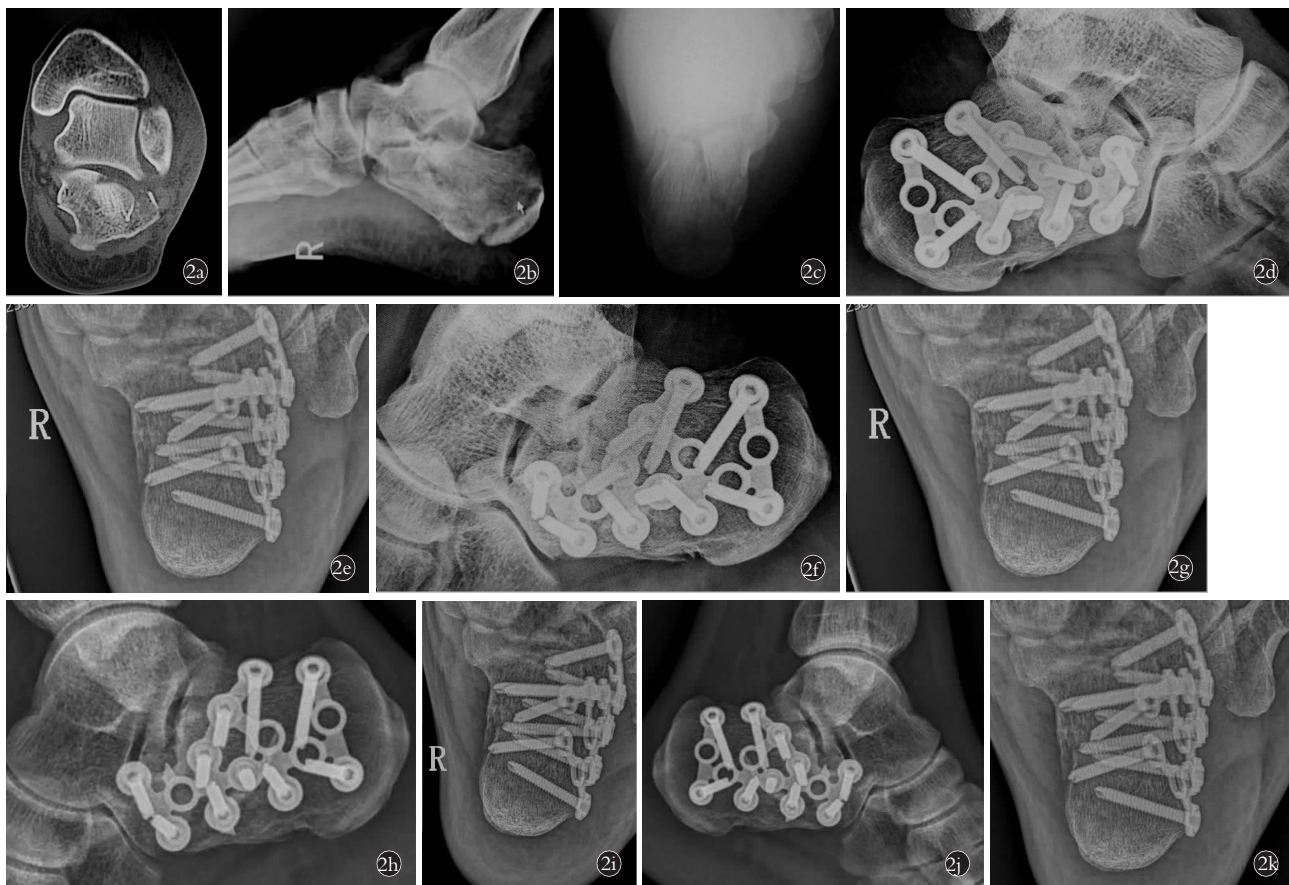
患者,男,45 岁,高处坠落伤致右跟骨骨折行普通钢板固定 2a. 术前 CT 示跟骨增宽畸形,关节面不平整,骨折属于 Sanders II 型 2b,2c. 术前侧、轴位 X 线片示右跟骨粉碎骨折,形态不规则,骨质不连续 2d,2e. 术后 1 个月侧、轴位 X 线片示内固定位置良好,骨折线清晰 2f,2g. 术后 3 个月侧、轴位 X 线片示断端对位良好,内固定位置良好,骨折线模糊 2h,2i. 术后 6 个月侧、轴位 X 线片示内固定位置可,未见断钉,骨折线消失 2j,2k. 术后 12 个月侧、轴位 X 线片示跟骨整体形态可,骨折已达骨性愈合
